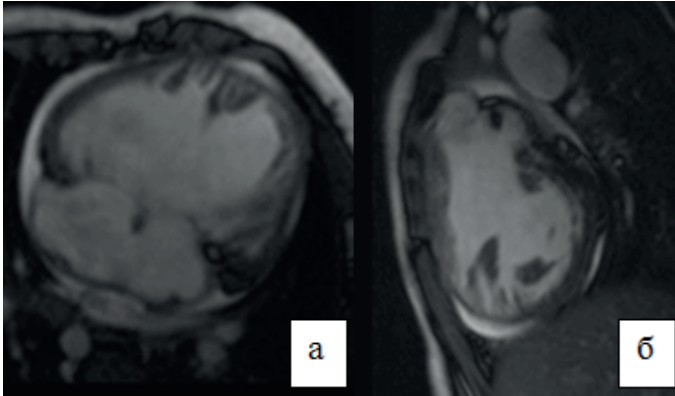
Дитина Н., 1 рік. Повна АВК. МРТ, SE-зображення: в аксіальній (а) та в косій сагітальній площині (б).
